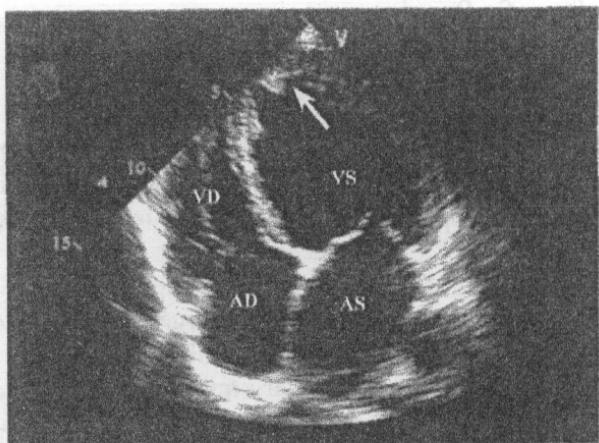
Ecografie bidimensională (2D). Secțiune apicală de patru cavități la un pacient cu cardiomiopatie dilatativă. Se vizualizează atriu stâng (AS), ventricul stâng (VS), atriu drept (AD) și ventricul drept (VD). Cavitățile stângi sunt dilatate, iar VS are sfericitate crescută. La nivelul apexului VS se vizualizează o formă rotund-ovalară, reprezentând un tromb la acest nivel (săgeată).
